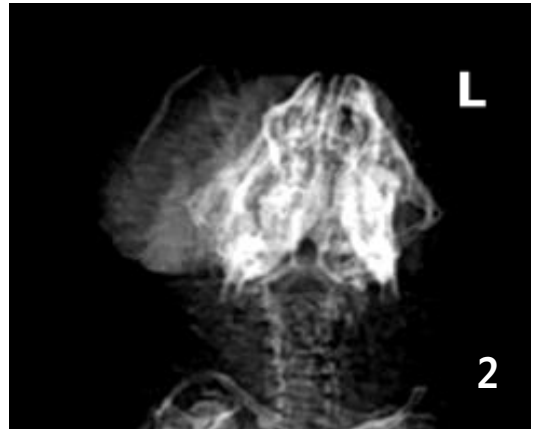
Ventrodorsal view of the skull radiograph (note right radiopaque mass).
